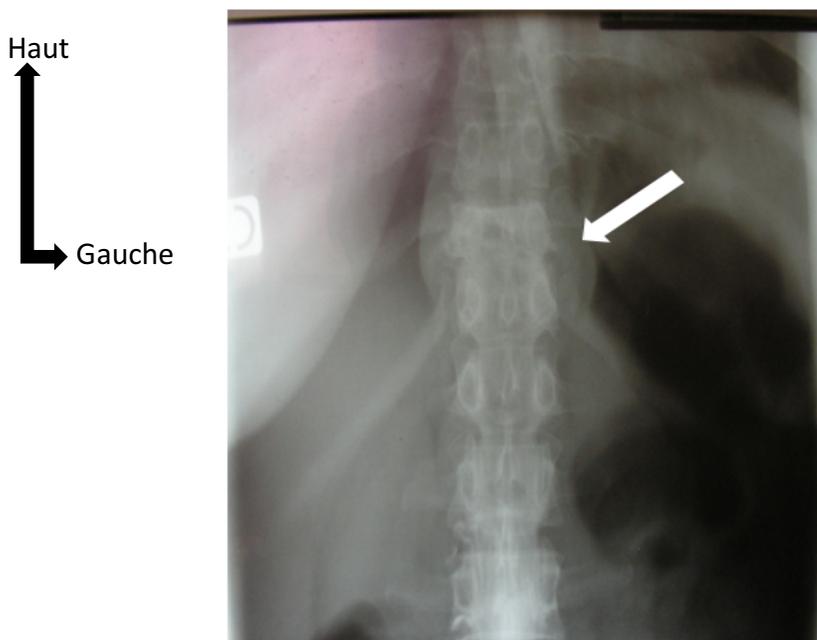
Radiographie standard de face du rachis dorsal, montrant un fuseau paravertébral (flèche blanche) au cours du mal de Pott dorsal T11-T12 (source : service de rhumatologie CHU de Brazzaville).
